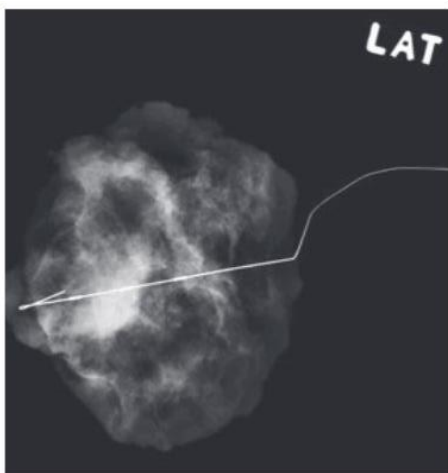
Radiografia da peça cirúrgica (ex vivo) contendo o fio implantado (WGL) na lesão alvo.²⁰
